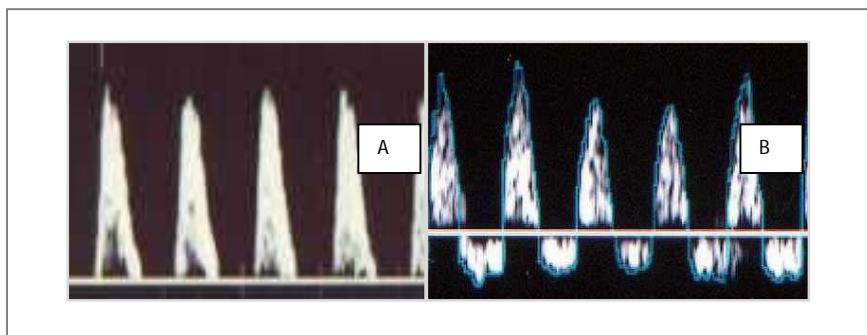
Sonograma da AU, característico de diástole zero (A) e diástole reversa (B)
